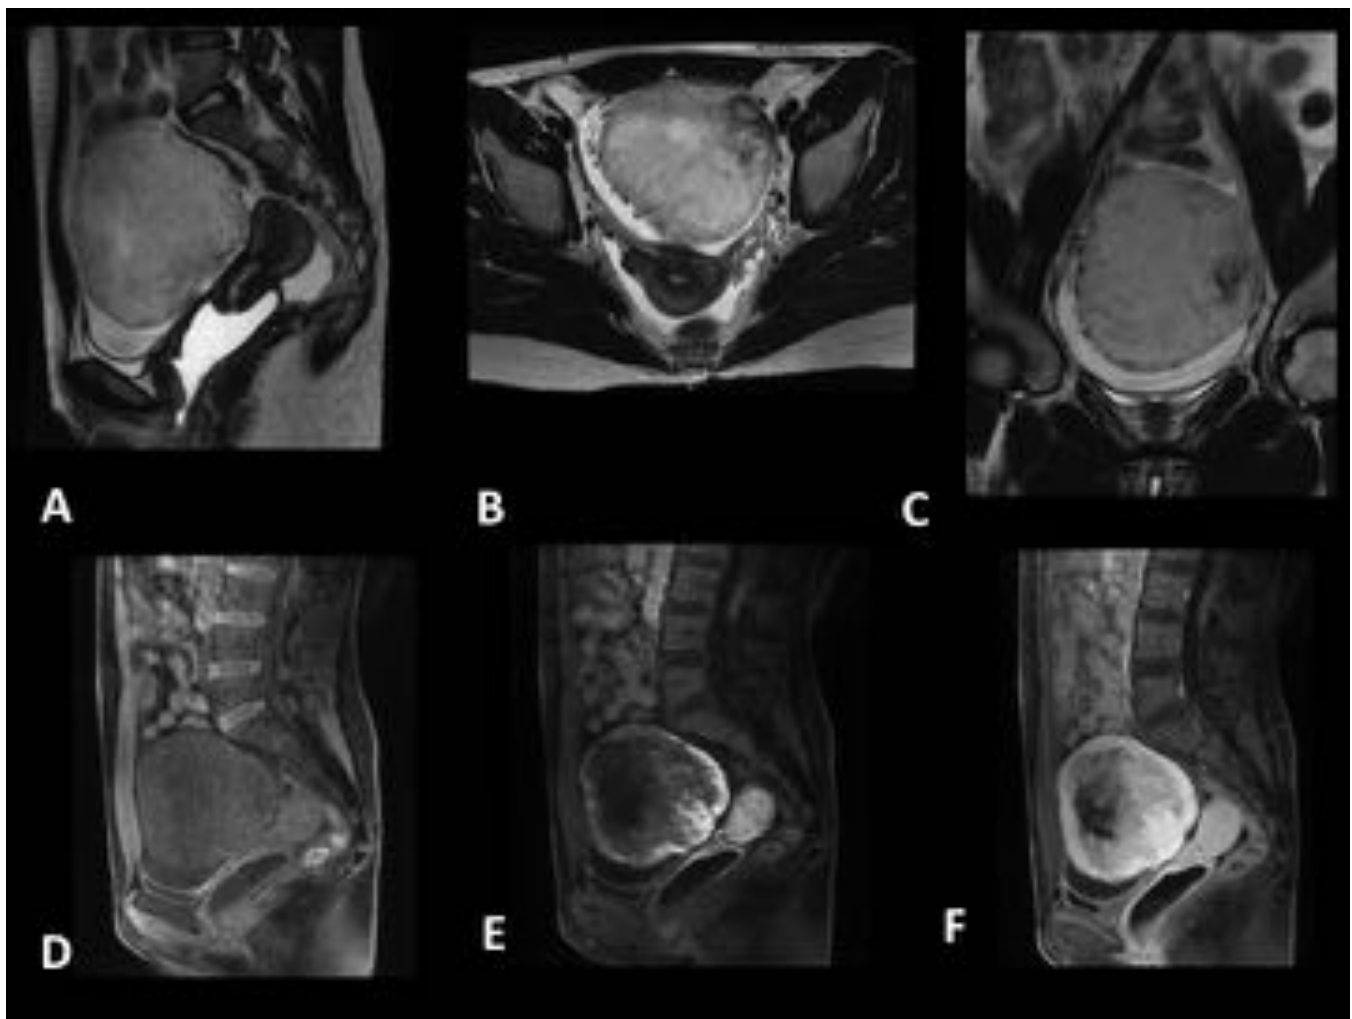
Fibroma ovárico celular. RM FSE-T2 sagital y T1-SPGR con supresión grasa en plano axial dinámica con contraste i.v. (B: vacío, C: 20s, D: 60 s, E: 300s). Lesión anexial derecha de márgenes bien definidos hipointensa T1 y heterogénea T2, con área de necrosis central y grueso anillo hipointenso que realza de forma progresiva y más marcada que en el fibroma típico.
